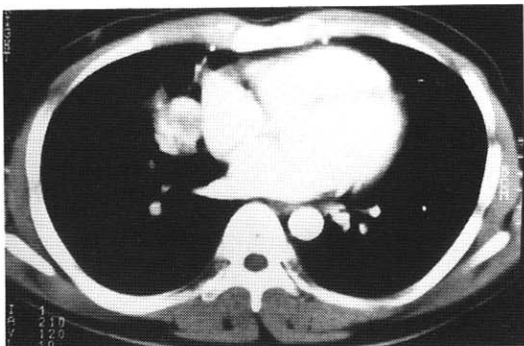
Chest CT scan showed a 5cm sized lobulating mass in RML without definitive internal calcification after contrast infusion, the mass is well enhanced
